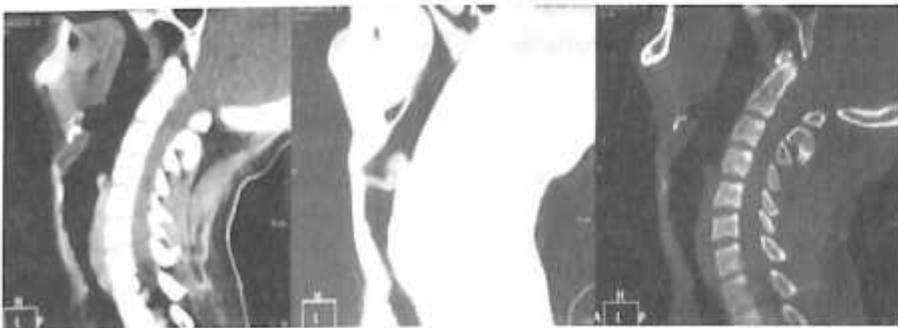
МСКТ шейного отдела трахей. Имеется сужение шейного отдела трахей.
